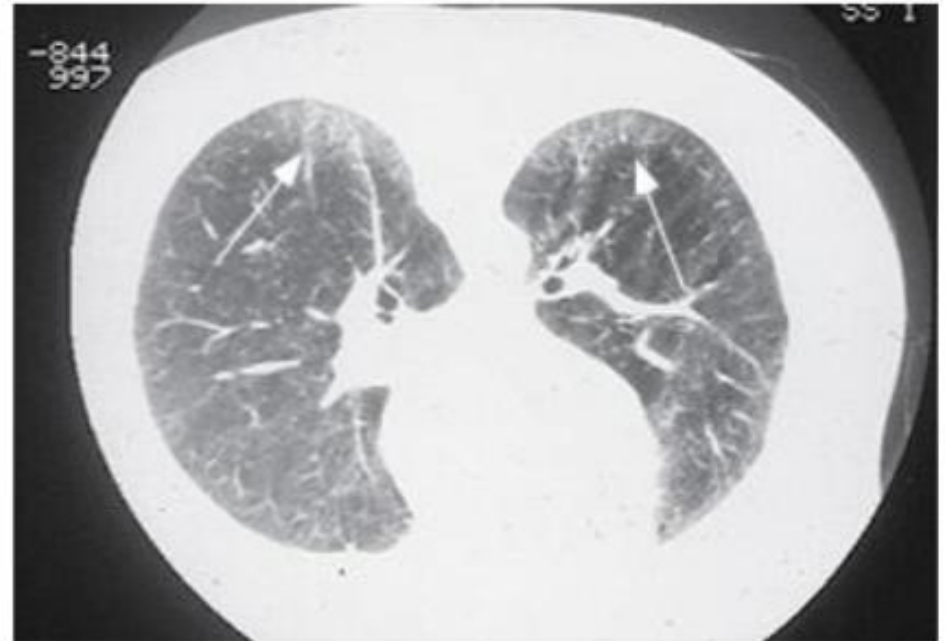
A case of UIP, with HRCT showing honeycomb cysts and traction bronchiectasis predominating in the peripheral and subpleural regions.
